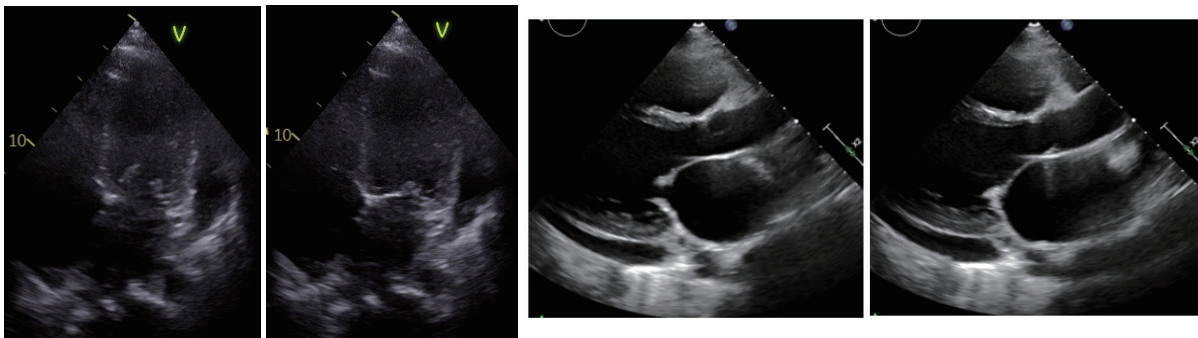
心臓超音波検査(第7病日)(左:拡張期、左から2番目:収縮期、左から3番目:拡張期、右:収縮期)
